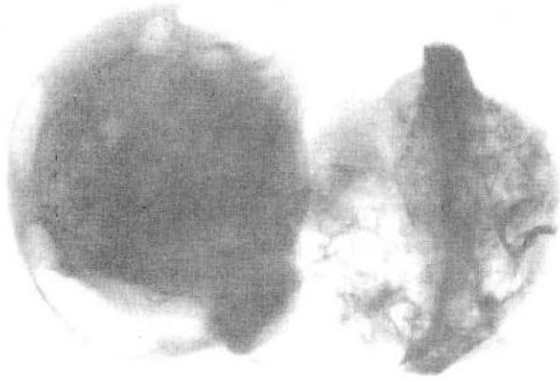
Radiografía de la pieza que muestra su arquitectura interna.
